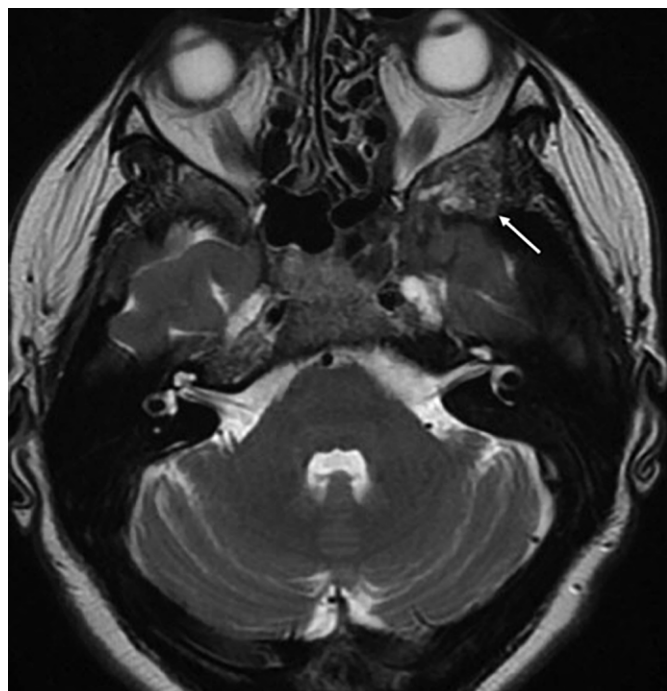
Пациентка Щ. МРТ головы: фиброзная дисплазия в левой скуловой кости.
